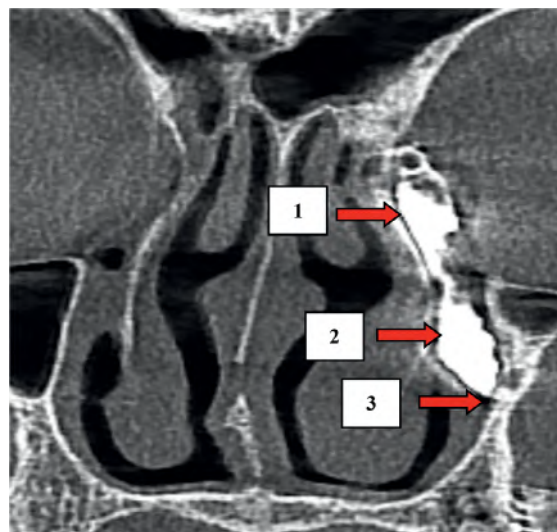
Снимок конусно-лучевой компьютерной томографии с контрастированием слезоотводящих путей. Пациент С., 56 лет. Фронтальная проекция: 1 – слезный мешок, 2 – носослезный проток, 3 – уровень задержки контрастного вещества
